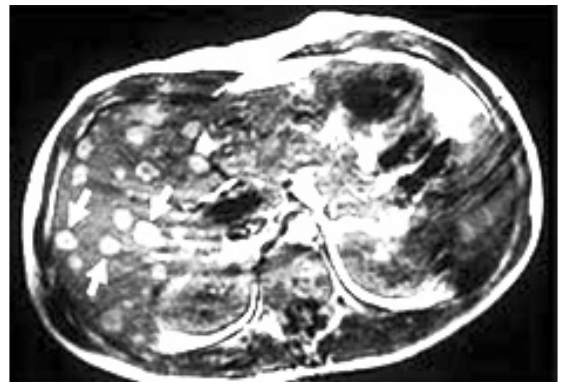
RMN. Metastaze hepatice.
